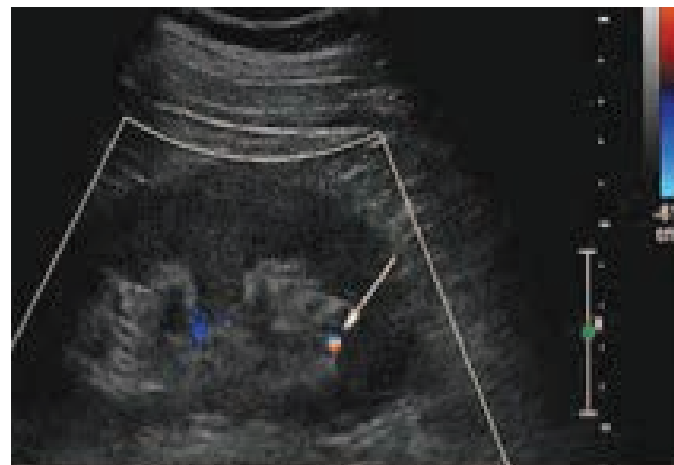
Imagem ultrassonográfica utilizando o Doppler color para exibir o efeito cintilante, auxiliando no diagnóstico de litíase renal (seta – mesma imagem das figuras 1,2), Kielar et al¹².
